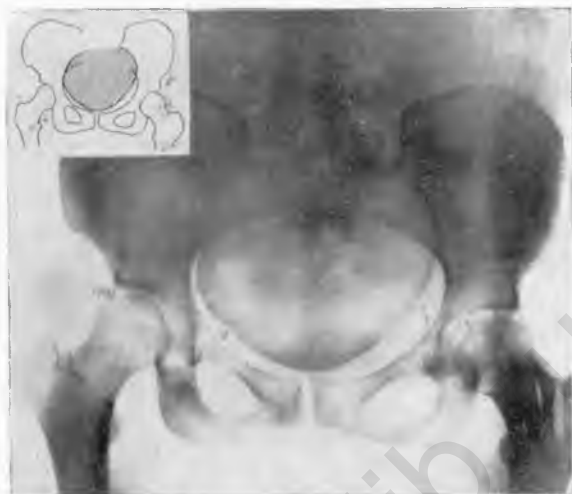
Рентгенограмма общесуженного плоского таза (прямой снимок).
